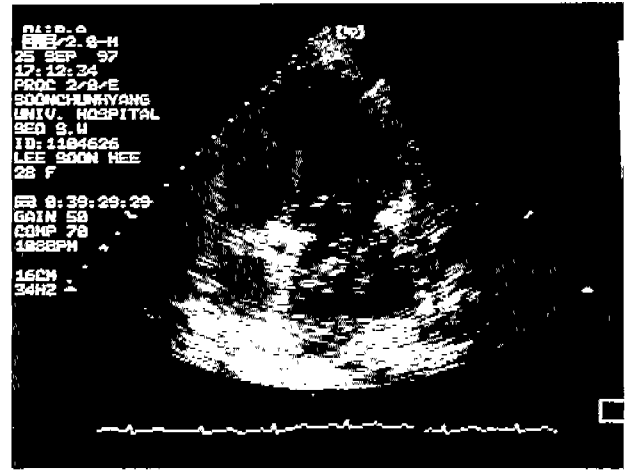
Preoperative and postoperative cardiac echocardiogram findings.
